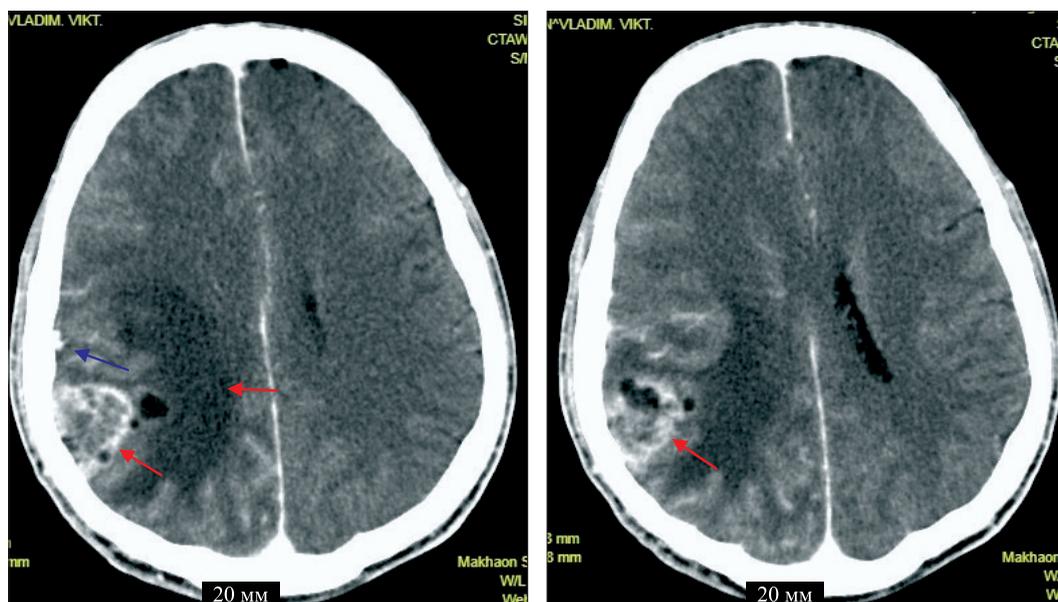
МСКТ головного мозга с контрастным усилением. Объемное образование правой теменной доли (красная стрелка) с выраженным перифокальным отеком, кольцевидно накапливающее контрастное вещество (с наличием внутренних перегородок). Кпереди от него еще один небольшой очаг, интенсивно накапливающий контрастное вещество (синяя стрелка)
